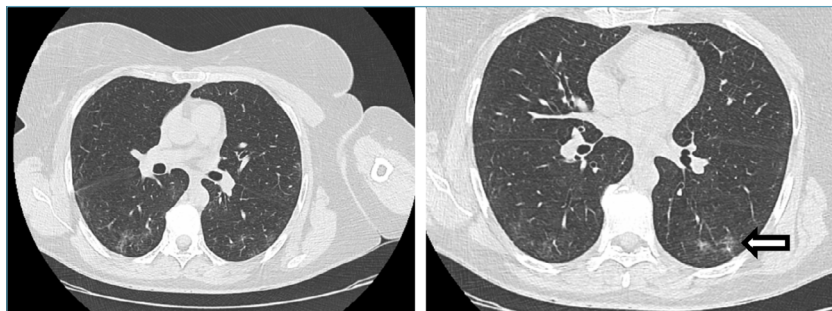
Immagini HRCT del torace del 5 aprile 2020 mostrano molteplici opacità a vetro smerigliato bilaterali nelle zone subpleuriche.
